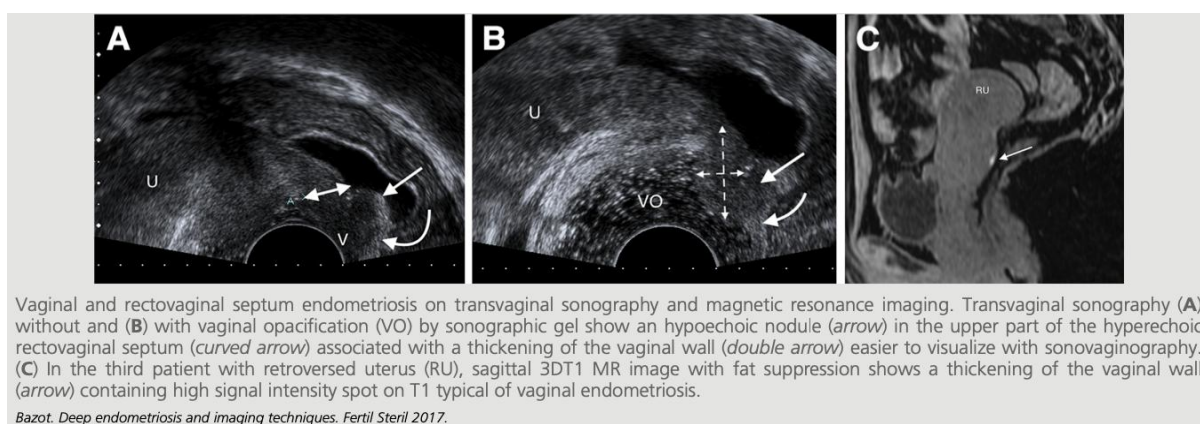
Endometriose vaginal e do septo retovaginal evidenciada por ultrassonografia transvaginal com e sem opacificação vaginal e por imagem de ressonância magnética com supressão de gordura. Adaptado de Bazot (2017).
